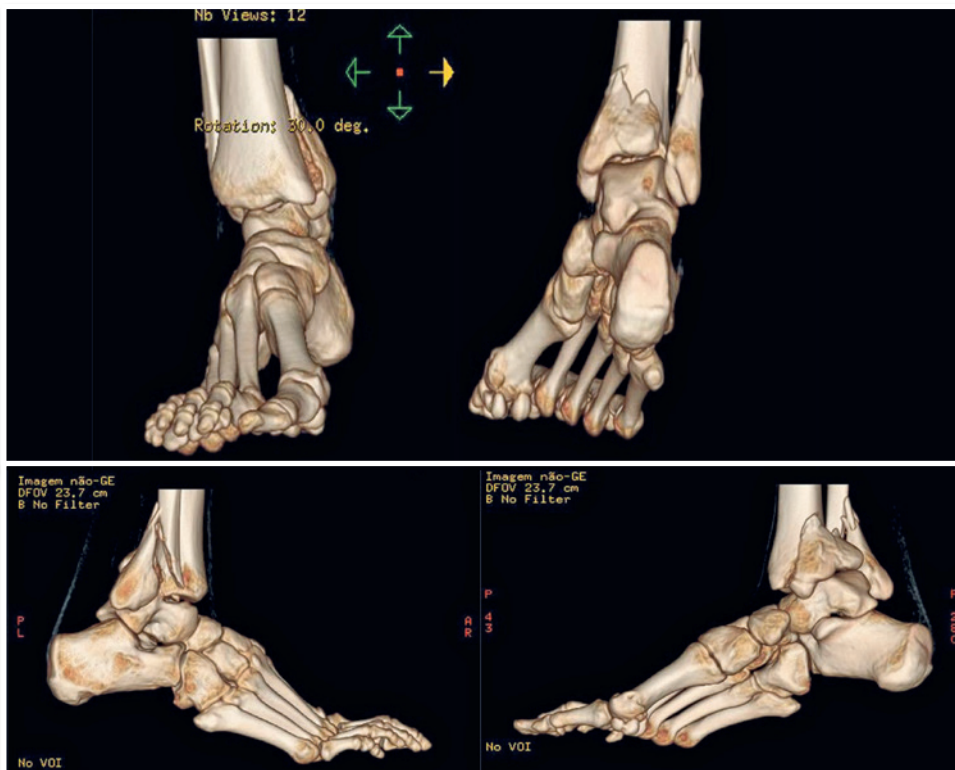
Tomografia computadorizado com reconstrução 3D
